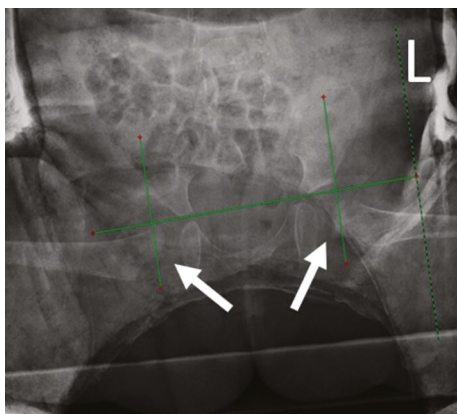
Рентгенография тазобедренных суставов в прямой проекции на первые постоперационные сутки. Проксимальный отдел бедренной кости центрирован во впадине с двух сторон (стрелки).
